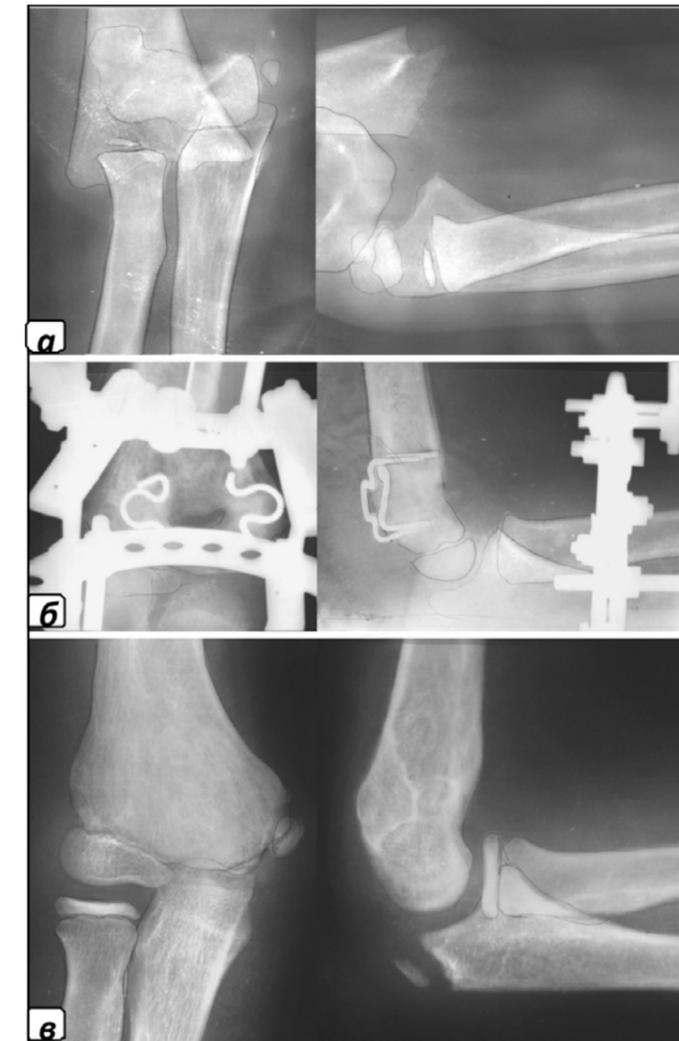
Фото рентгенограмм больного Г., 10 лет, с околоуставным переломом дистального сегмента плечевой кости: а – до лечения; б – через 4 недели после остеосинтеза; в – фото контрольной рентгенограммы после удаления фиксирующих конструкций
